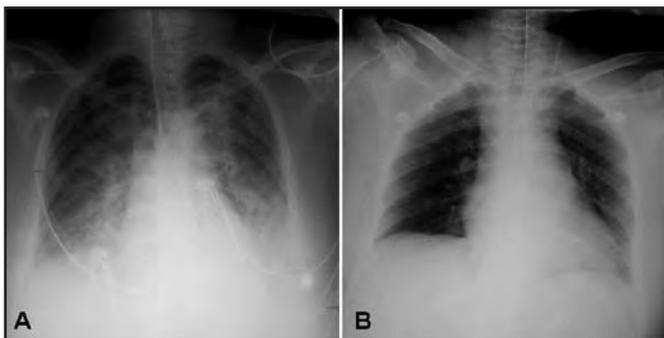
(A) Radiografia de tórax no momento da admissão hospitalar. (B) Radiografia realizada três dias após mostra desaparecimento da opacidade.
